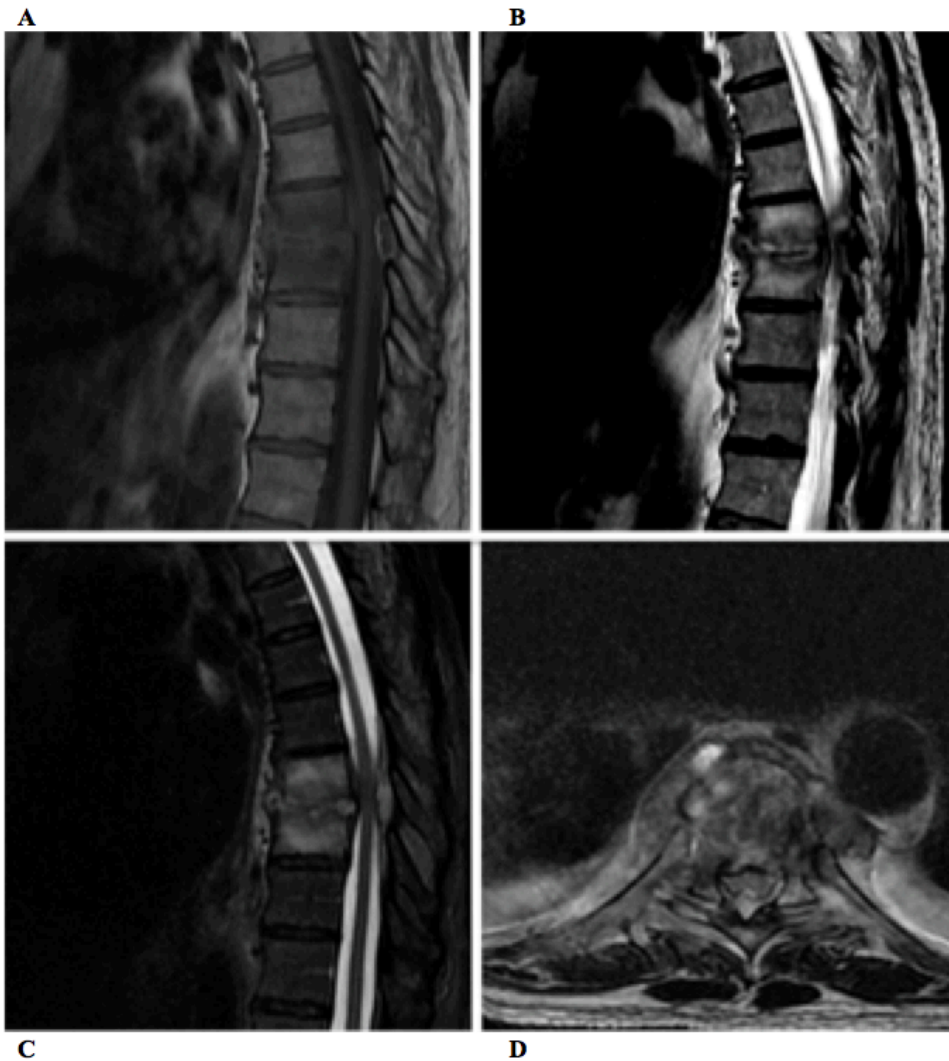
masculino, 57 anos, diagnóstico de espondilodiscite piogênica (*S. aureus*). A: RM, plano sagital, sequência T1. B: RM, plano sagital, sequência T2. C: RM, plano sagital, sequência T2 com supressão de gordura. D: RM, plano axial, sequência T2. A/B/C: redução do espaço intervertebral, edema e irregularidade dos platôs apostos, além de coleção no espaço epidural anterior e posterior, que promovem redução da amplitude do canal vertebral e efeito compressivo sobre a medula espinhal. D: evidencia extensão das alterações inflamatórias para as partes moles paravertebrais com obliteração dos neuroforames.
